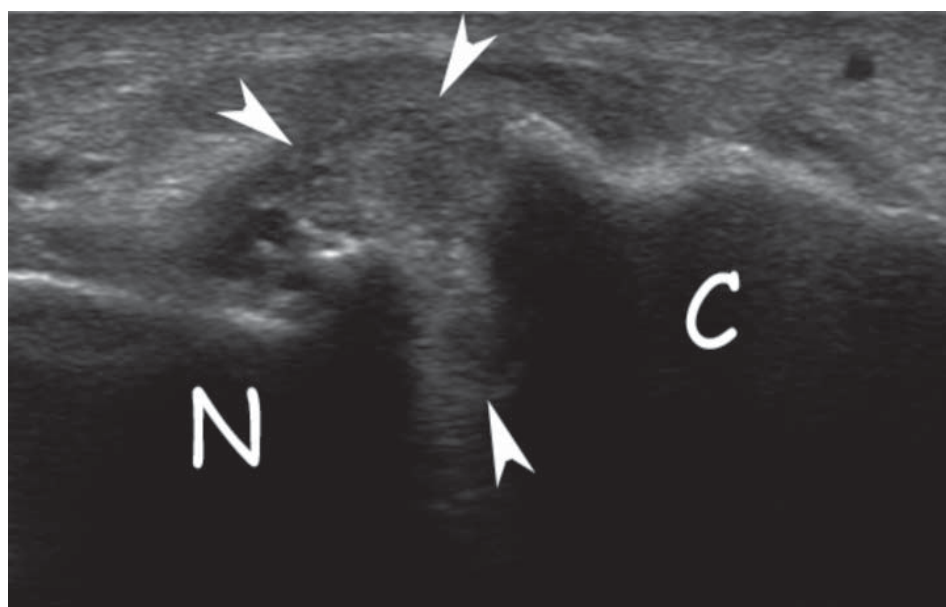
Ultrasound. An example of congenital calcaneonavicular coalition (patient from Fig. 9.). Attention is turned to rough outline, “osteophytic”, of the navicular bone in the margins of the joint, filled with a homogenous tissue, probably cartilage with miniature dots of calcification (arrowheads). C – calcaneus, N – navicular bone
